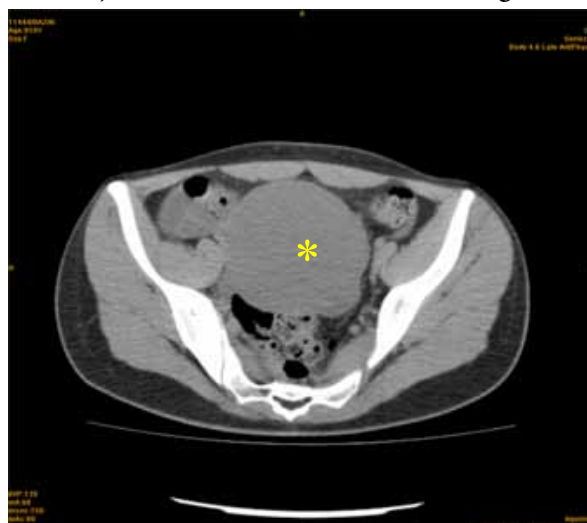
Tomografie computerizată: formațiune solidă în bazinul mic (*).
